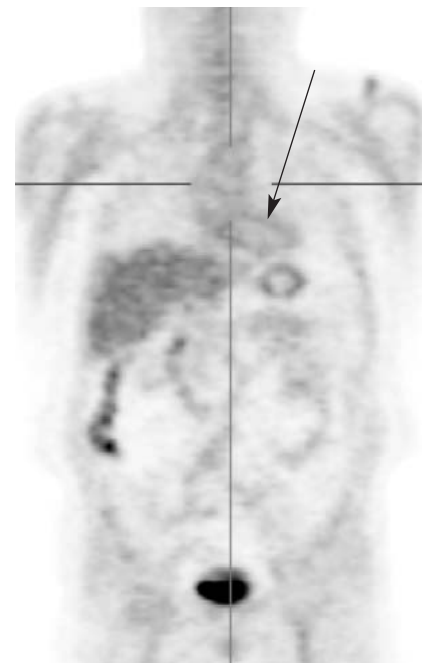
Пациент В. ПЭТ всего тела от 01.10.2010 г. Нормализация накопления 18F-ФДГ в стенке аорты
